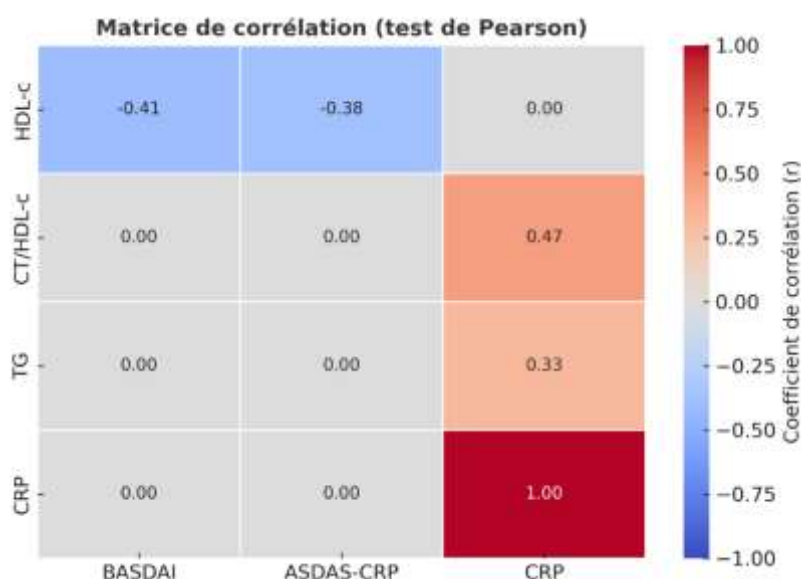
Matrice illustrant les corrélations linéaires (r de Pearson) entre les marqueurs lipidiques (HDL-c, CT/HDL-c, TG) et les indicateurs d'activité de la spondylarthrite ankylosante (BASDAI, ASDAS-CRP, CRP).
